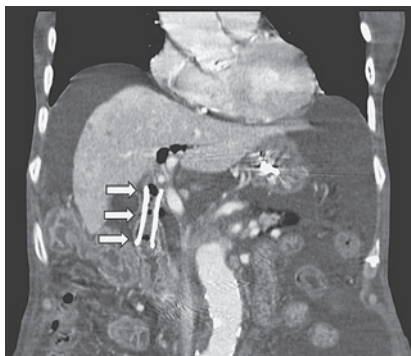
腹部CT：EUS-CDS後で十二指腸から総胆管に
